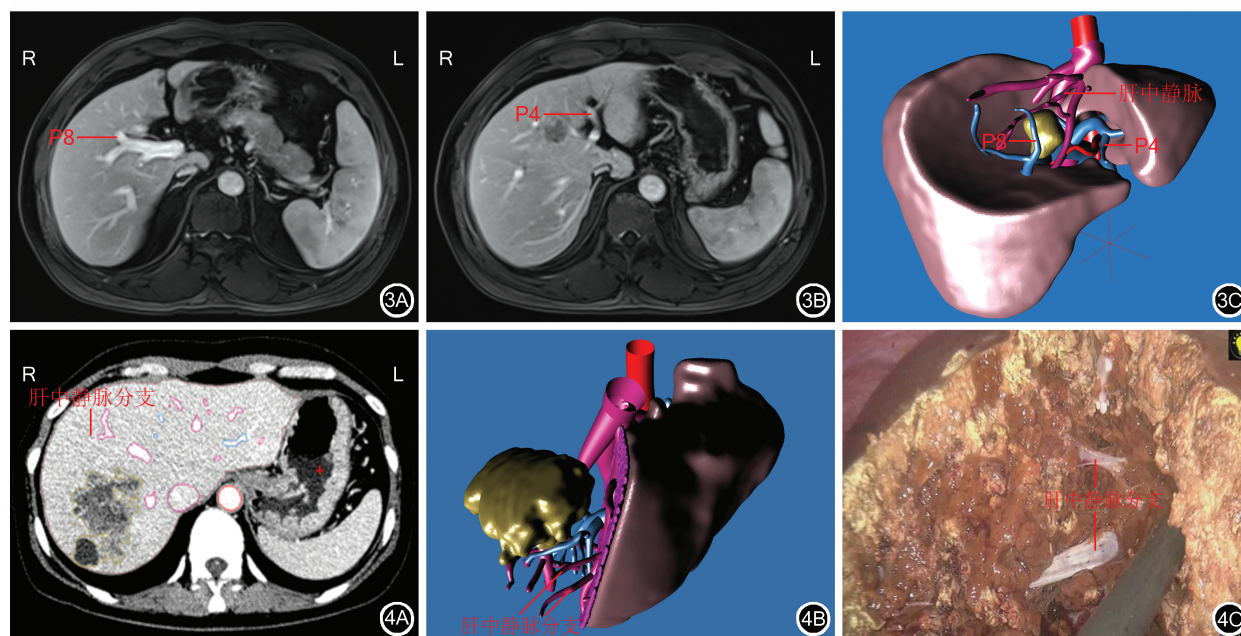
病例1手术规划肝脏预切除范围 3A:患者术前腹部MRI检查示肝Ⅷ段门静脉(P8);3B:患者术前腹部MRI检查示肝Ⅳ段门静脉(P4);3C:三维重建进行术前虚拟手术规划,P4、P8分别为肝Ⅳ、Ⅷ段门静脉属支 图4 病例2术中检查情况及CT检查三维重建结果 4A:肝中门静脉分支;4B:三维重建肝中静脉分支;4C:三维重建导航下肝中静脉分支
